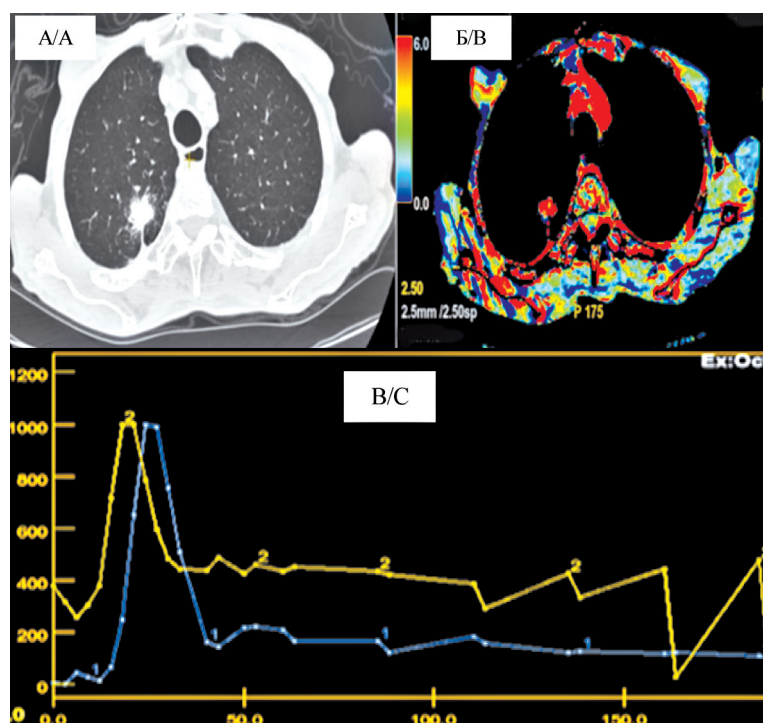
Аденокарцинома правого легкого, перфузионная компьютерная томография: А) В 10 сегменте правого легкого определяется образование с признаками периферического рака; Б) Цветовая карта демонстрирует высокий неоангиогенез в очаге; В) Кривая концентрации контрастного вещества плотность/время в аорте – высокие количественные показатели перфузии в анализируемом очаге подтверждают его злокачественный характер
